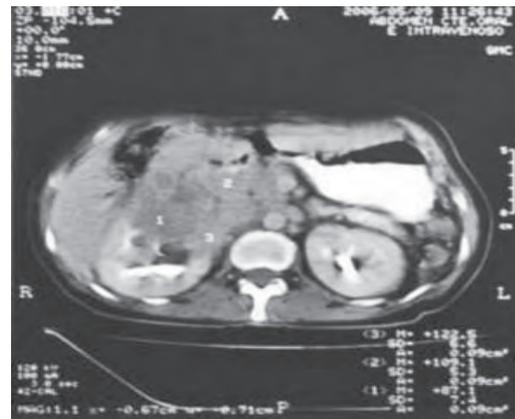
TC con medio de contraste IV. Gran masa tumoral con reforzamiento de la lesión con el medio de contraste. Con diferentes densidades en su interior.
